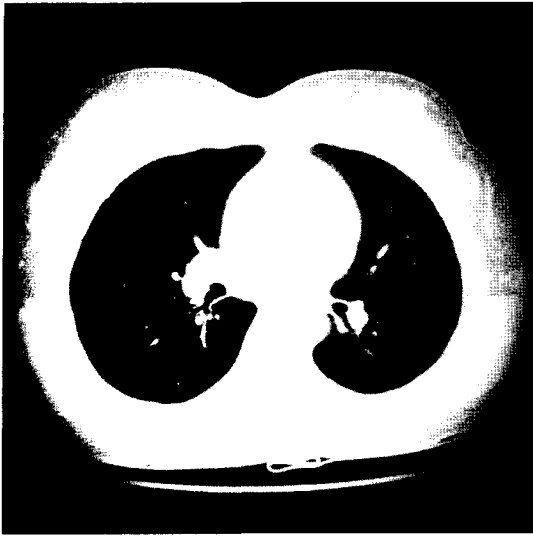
CT scan of the lung at time of menstruation: There is an 1×1 cm cystic lesion in the right middle lobe, surrounded by lung parenchyma which has ground-glass opacity.
